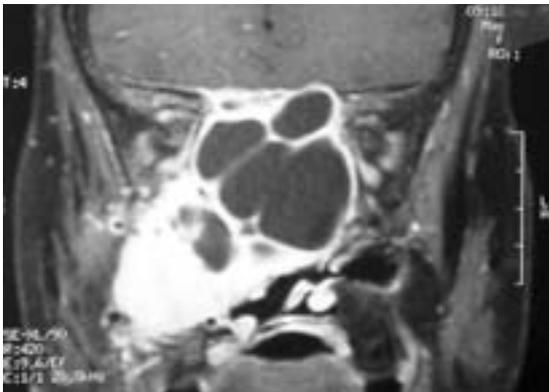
IRM de contrôle en coupe coronale pondérée T1 avec injection de gadolinium.
